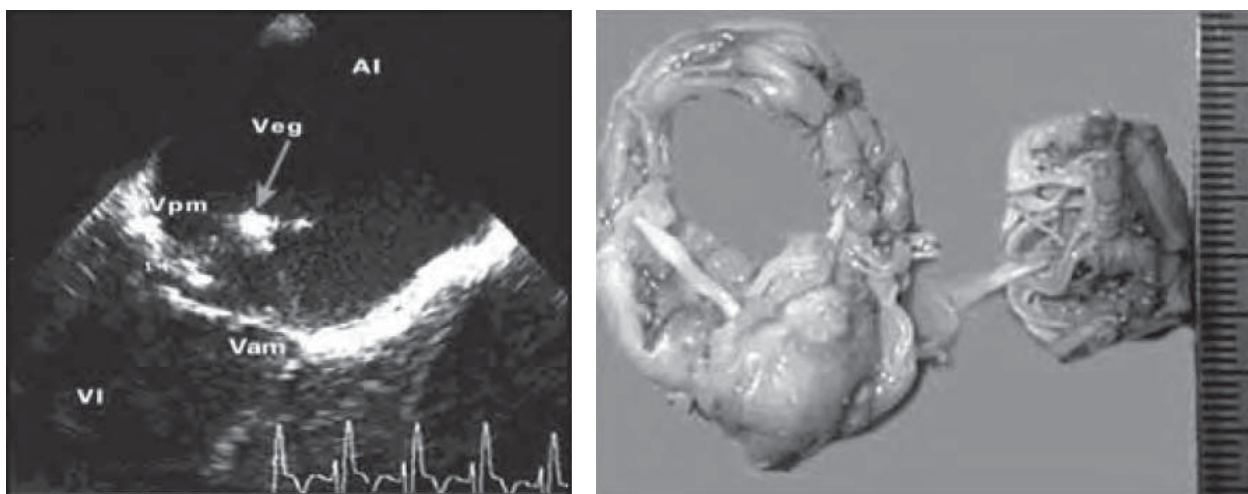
/1.- Ecocardiograma que muestra vegetación sobre valva posterior de la válvula mitral, con ruptura de la cuerda tendinosa. En la figura derecha se observa la pieza operatoria, con el grueso pannus en la válvula
